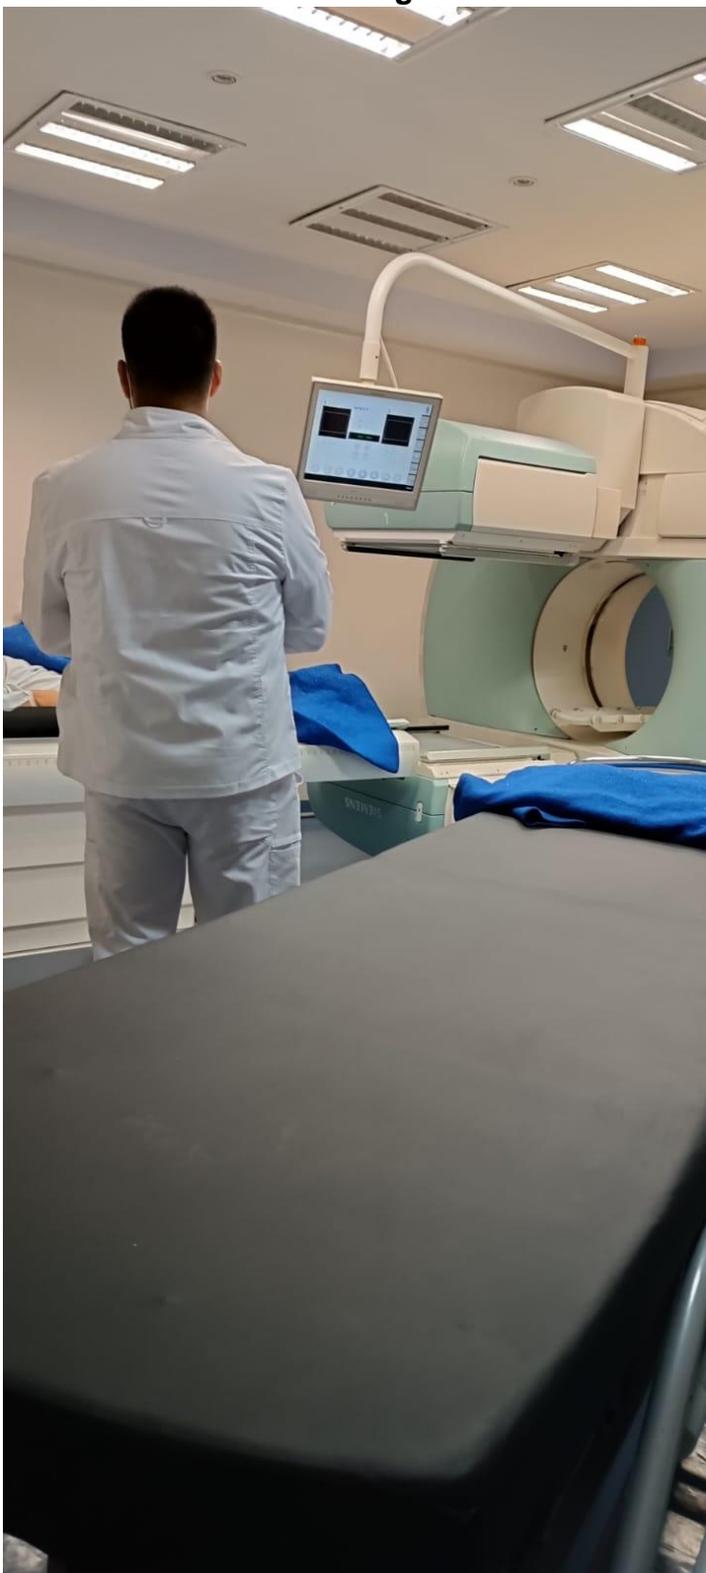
Traslado de Persona a Estudio de Resonancia Magnética
